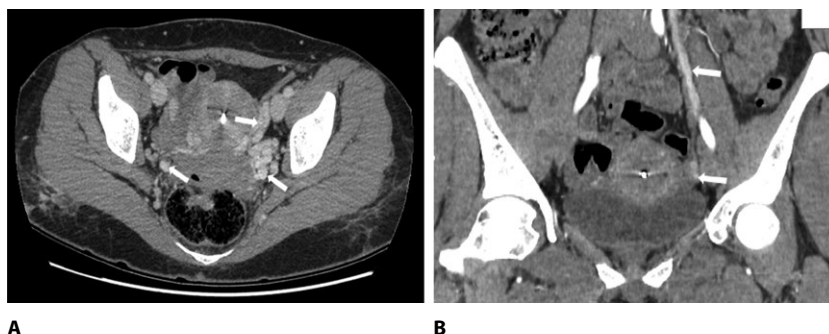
МСКТ органов малого таза с контрастным усилением. КТ ангиография. А – аксиальный срез: стрелками указаны расширенные извитые вены в области шейки матки и во внутренних подвздошных областях (больше слева). В – коронарный срез: стрелками указана левая яичниковая вена $d = 9$ мм (норма 4–5 мм)
